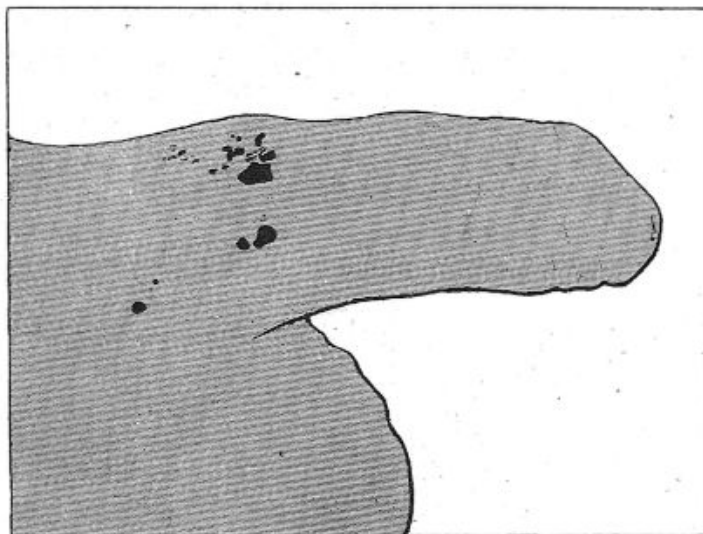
Calque radiographique montrant de multiples éclats métalliques dans les corps caverneux.
